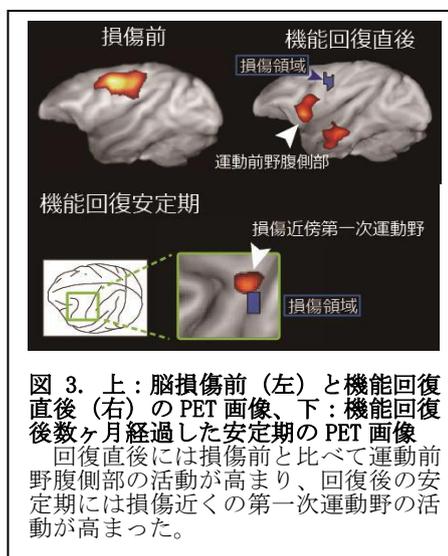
上: 脳損傷前 (左) と機能回復直後 (右) の PET 画像、下: 機能回復後数ヶ月経過した安定期の PET 画像
